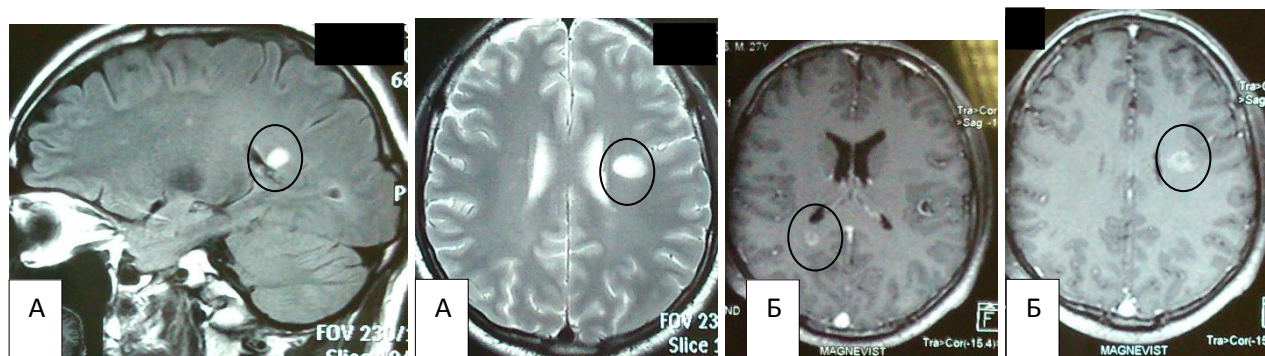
МРТ головного мозга пациентки Е., 14 лет. А-очаги измененного сигнала (обозначены кругом), Б-накопление контрастного вещества в виде кольца (обозначен кругом).
